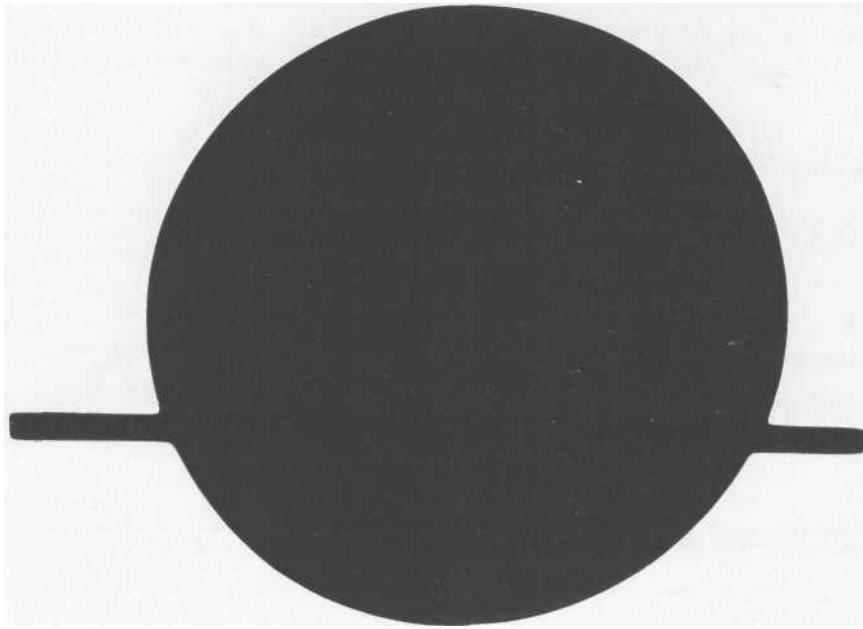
Radiografie della misura campione a cm 10 dal piano del tavolo
